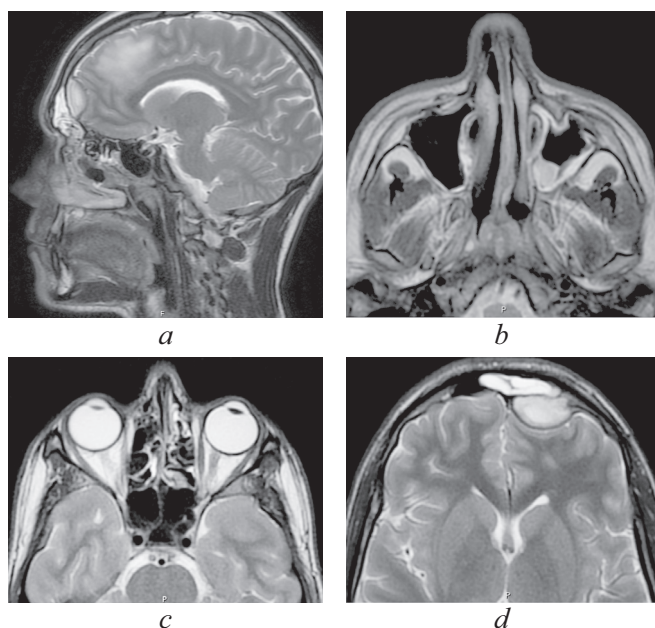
Магнитно-резонансная томография головного мозга от 16.06.2021: *a* — сагиттальная проекция в режиме T2. Прослеживаются воспалительные изменения оболочек в левой лобной области. Картина соответствует субдуральной эмпиеме; *b* — аксиальная проекция в режиме T2. Снижение пневматизации левой верхнечелюстной пазухи, пристеночный отек слизистой; *c* — аксиальная проекция в режиме T2. Снижение пневматизации клеток решетчатого лабиринта; *d* — аксиальная проекция в режиме T2. Воспалительные изменения оболочек в левой лобной области, субдуральная эмпиема
